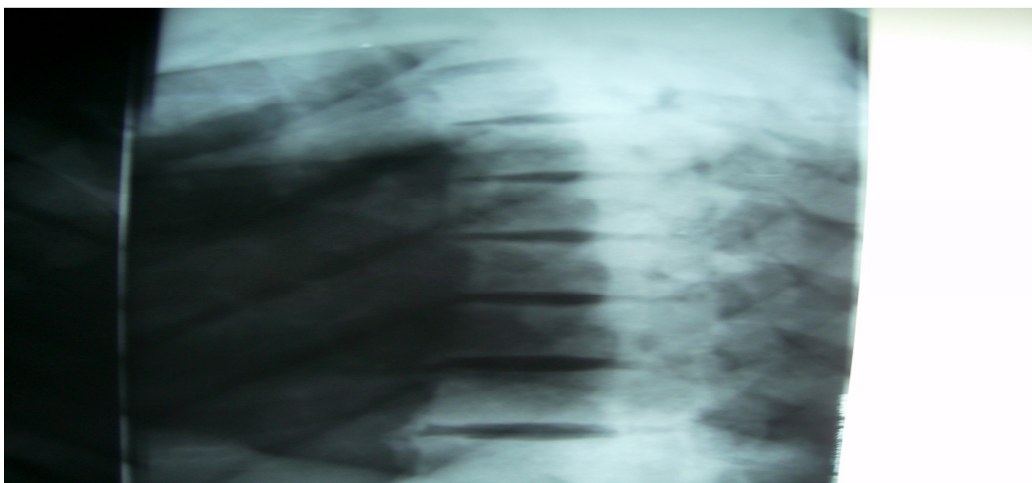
Résultat de radiographie standard du rachis dorsolombaire montrant un aspect d'ostéocondensation
